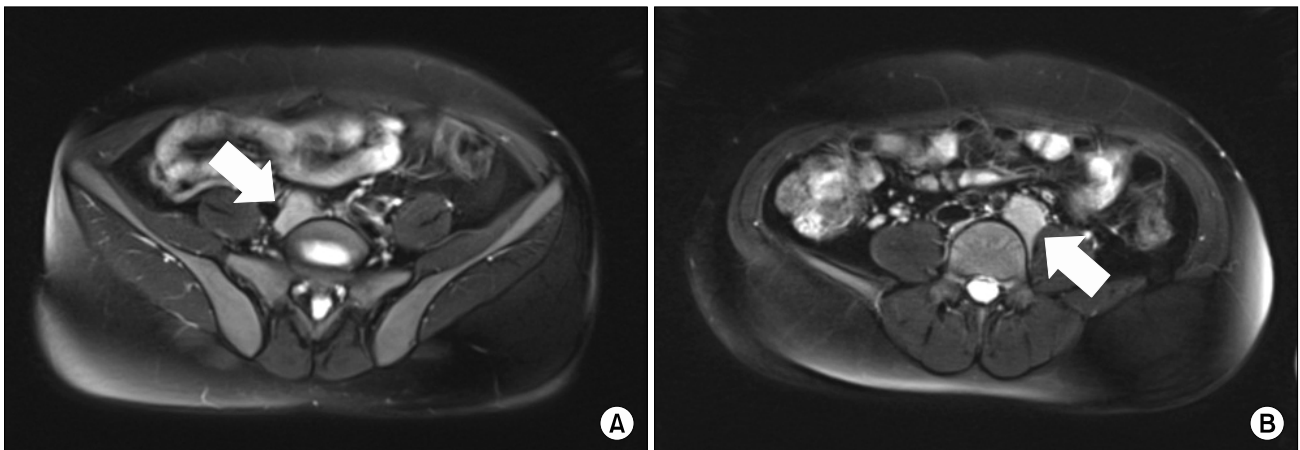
Abdominal MRI shows two homogeneous enhancing masses in both common iliac area (arrows). (A) Right side. (B) Left side.
